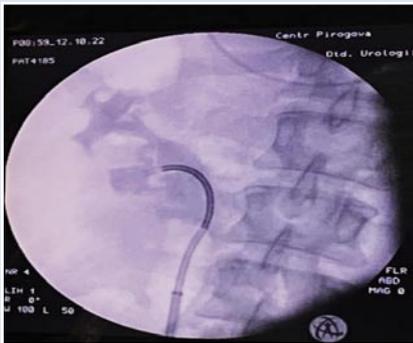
Рентгенологическое изображение полости системы почки при фиброскопии.
